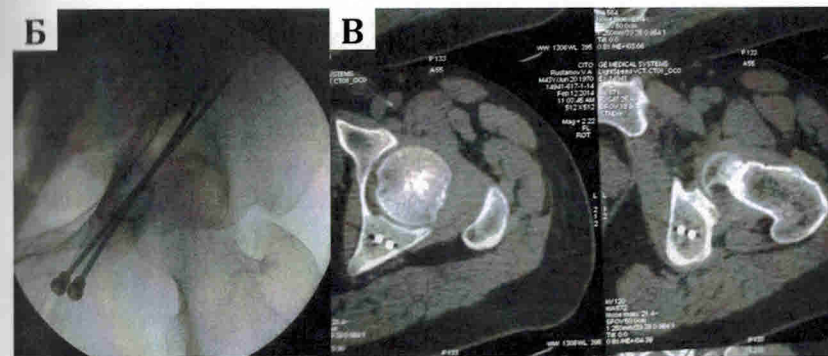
Б — ЭОП-контроль, В — КТ-контроль после операции
